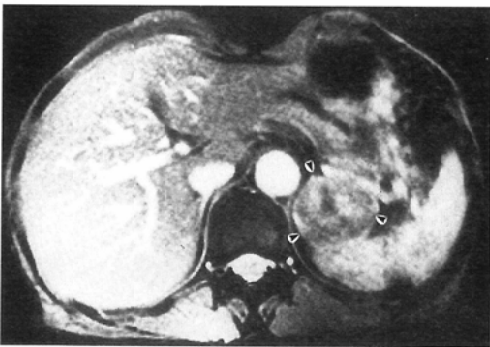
A metastatic adrenal tumor from lung cancer in a 56-year-old man. on T2- (A) and T2*-(B) weighted images, the adrenal mass shows much higher signal intensity than that of the liver (black arrows). On T2*-weighted image, the mass is more clearly demonstrated as well as Fig. 2 (black arrowheads). On T2-weighted image, we can not draw a line between the mass and surrounding organs.
